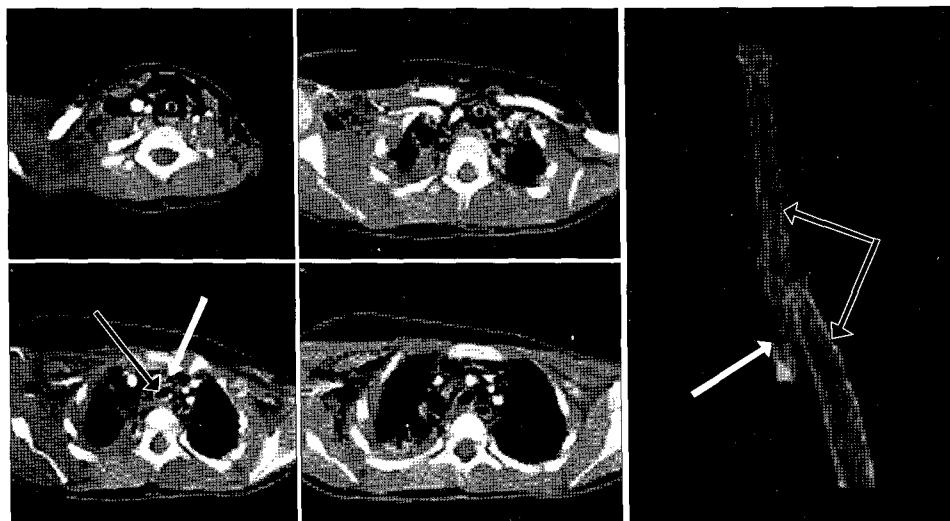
Chest computed tomogram after endotracheal intubation shows complete cervical tracheal rupture, right lung atelectasis and massive subcutaneous emphysema. The white arrows show inserted endotracheal tube, and black arrows show complete ruptured cervical tracheal.
